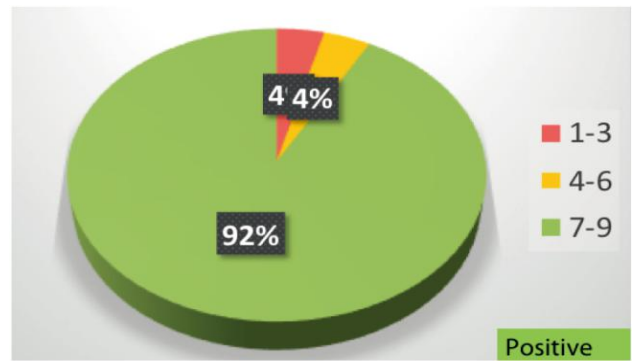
德尔菲:出于二级医疗/耳鼻喉科药物治疗的目的, 是否认可使用此前 3 个月内所行的 CT。
